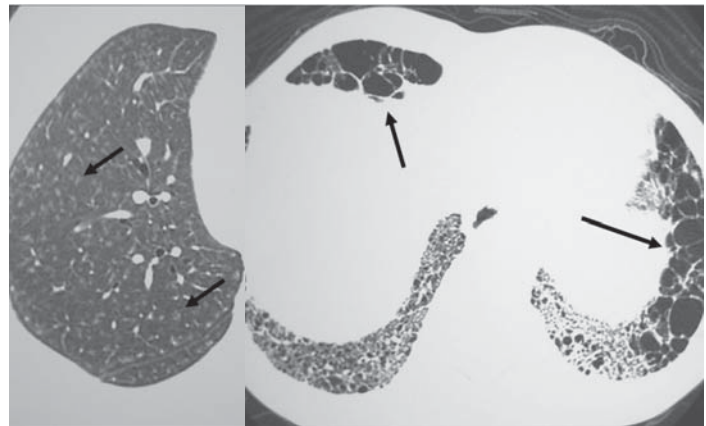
Pneumonia por hipersensibilidade na fase subaguda (A), sendo observados micronódulos centrolobulares em vidro fosco na tomografia computadorizada de alta resolução (setas), e na fase crônica (B), onde se evidenciam sinais de fibrose pulmonar (setas)
